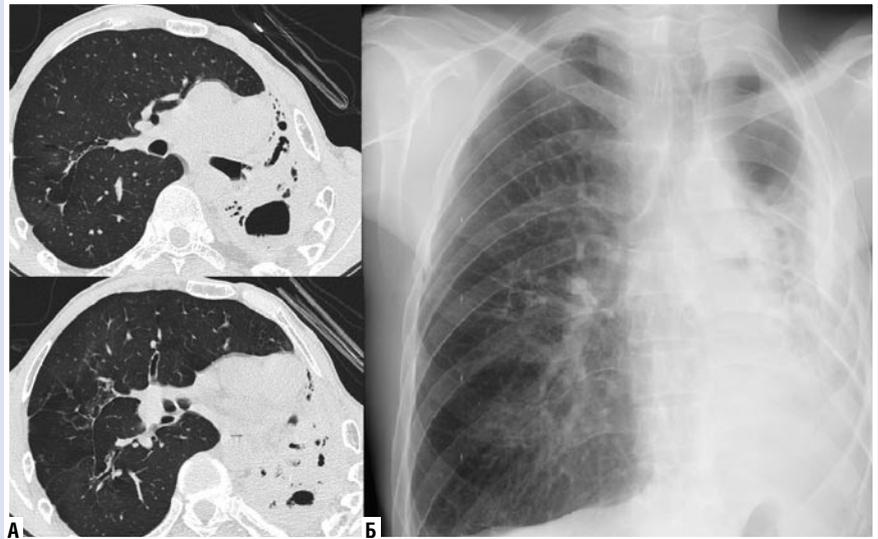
КТ (Б — слева) и рентгенографическое (А — справа) исследования при поступлении.
